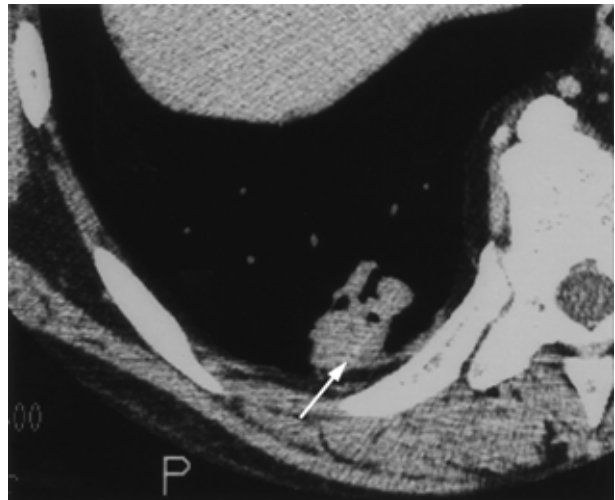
The chest high-resolution computed tomography reveals minute calcification(arrow)in the center of the nodular lesion of the right lung.
